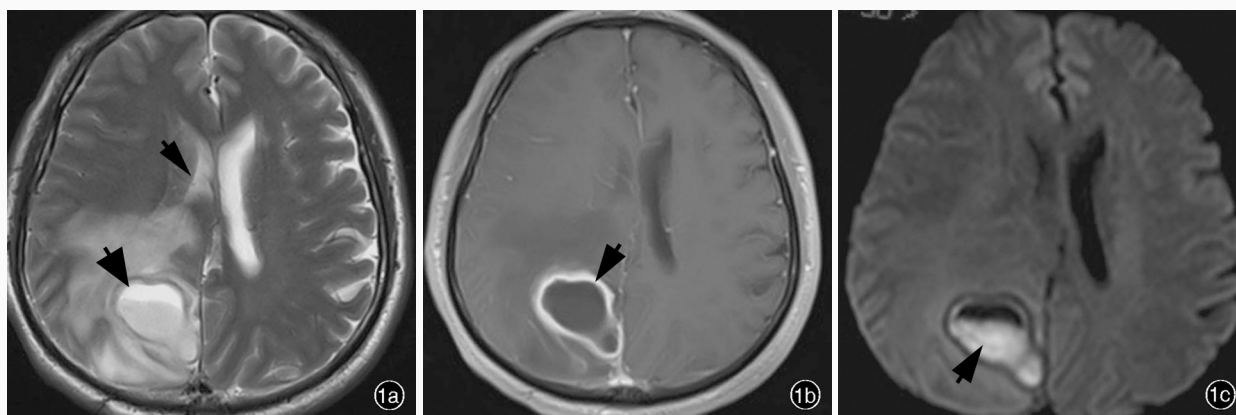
男性患者, 55 岁。临床诊断为脑脓肿 1a 横断面 T₂WI 显示, 右侧顶叶不规则囊性占位性病变, 病灶中心呈高信号、囊壁为略低信号, 囊壁光滑、薄厚均匀, 病灶周围组织明显水肿(粗箭头所示), 右侧侧脑室受压(细箭头所示) 1b 横断面 T₁WI 增强扫描显示, 病灶中心呈低信号, 周围组织呈明显环形强化(箭头所示) 1c 横断面 DWI 显示囊液呈高信号(箭头所示)
